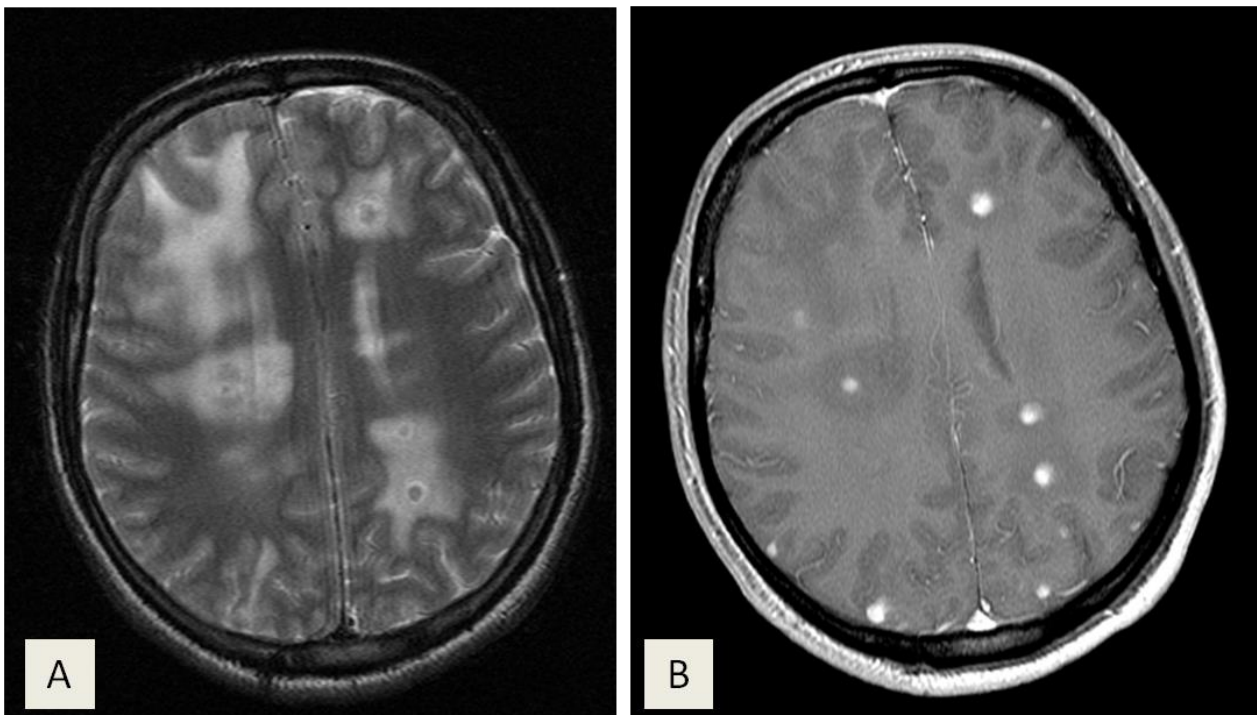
L'IRM cérébrale objective la présence de lésions nodulaires multiples hypointenses en T2 avec œdème périlésionnel (coupe axiale : A), et rehaussées en T1 GADO (coupe axiale : B).
